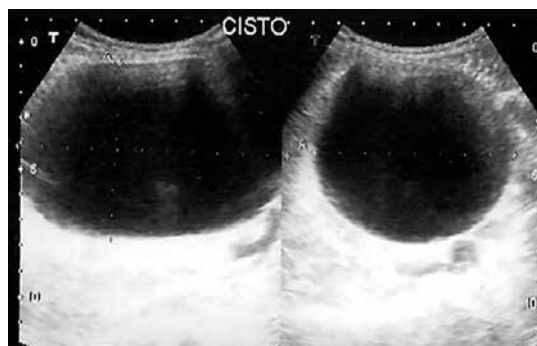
Ultrassonografia de abdome revelando cisto volumoso intraperitoneal aparentemente mesentérico.
